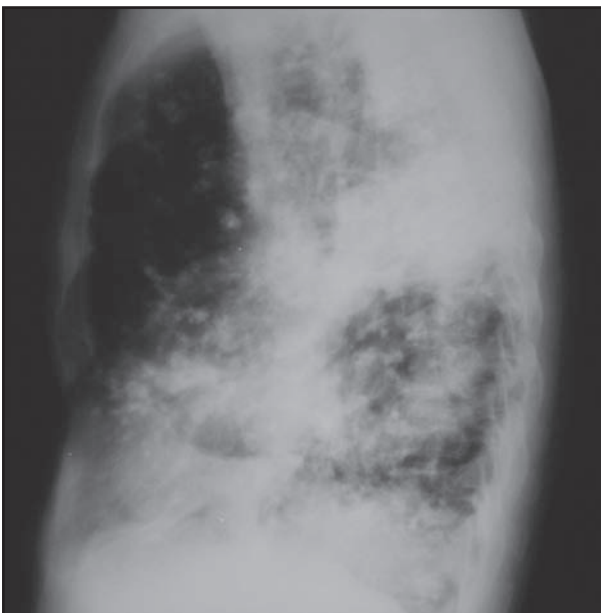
Radiografia de tórax em perfil demonstra lesões nodulares bilaterais, sendo algumas com aspecto calcificado.
